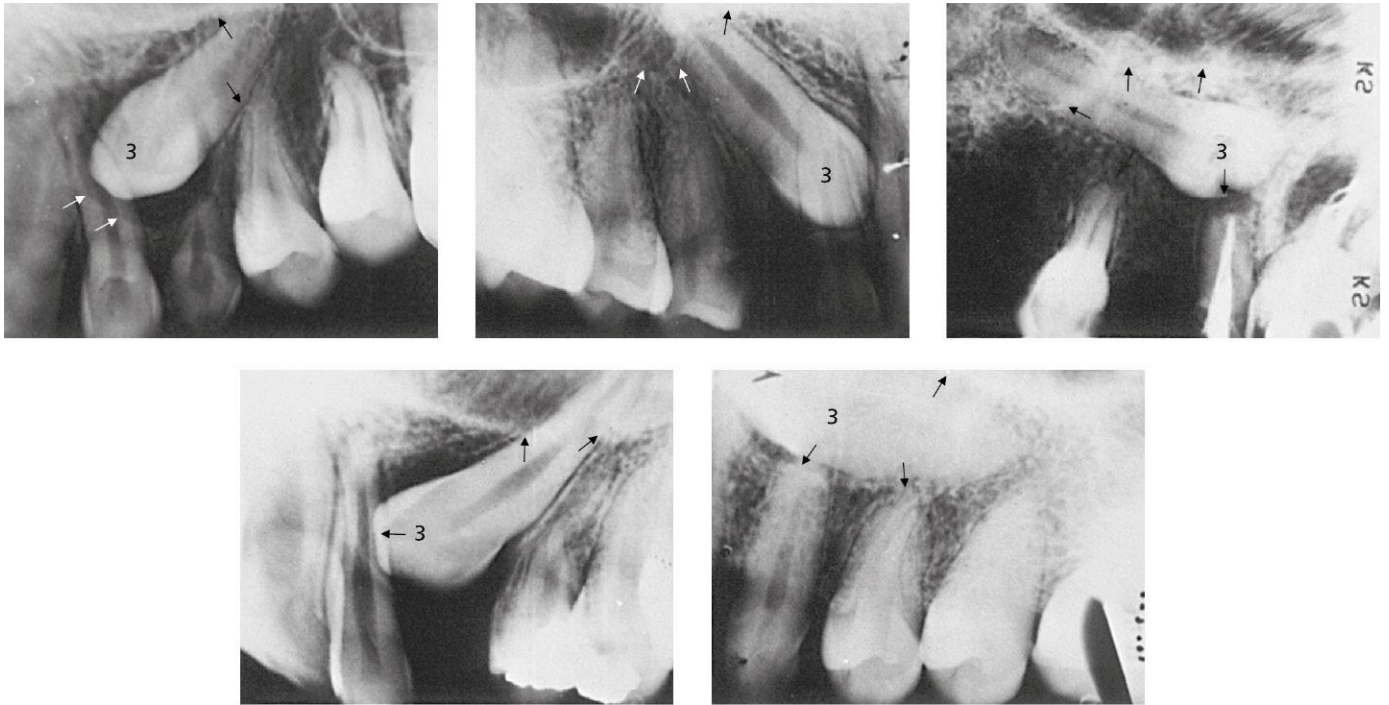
Canino superior incluido. Radiografías periapicales. Obsérvense las relaciones con los dientes adyacentes, la fosa nasal y el seno maxilar, así como la distinta profundidad de la inclusión y el tejido óseo que rodea la corona.
